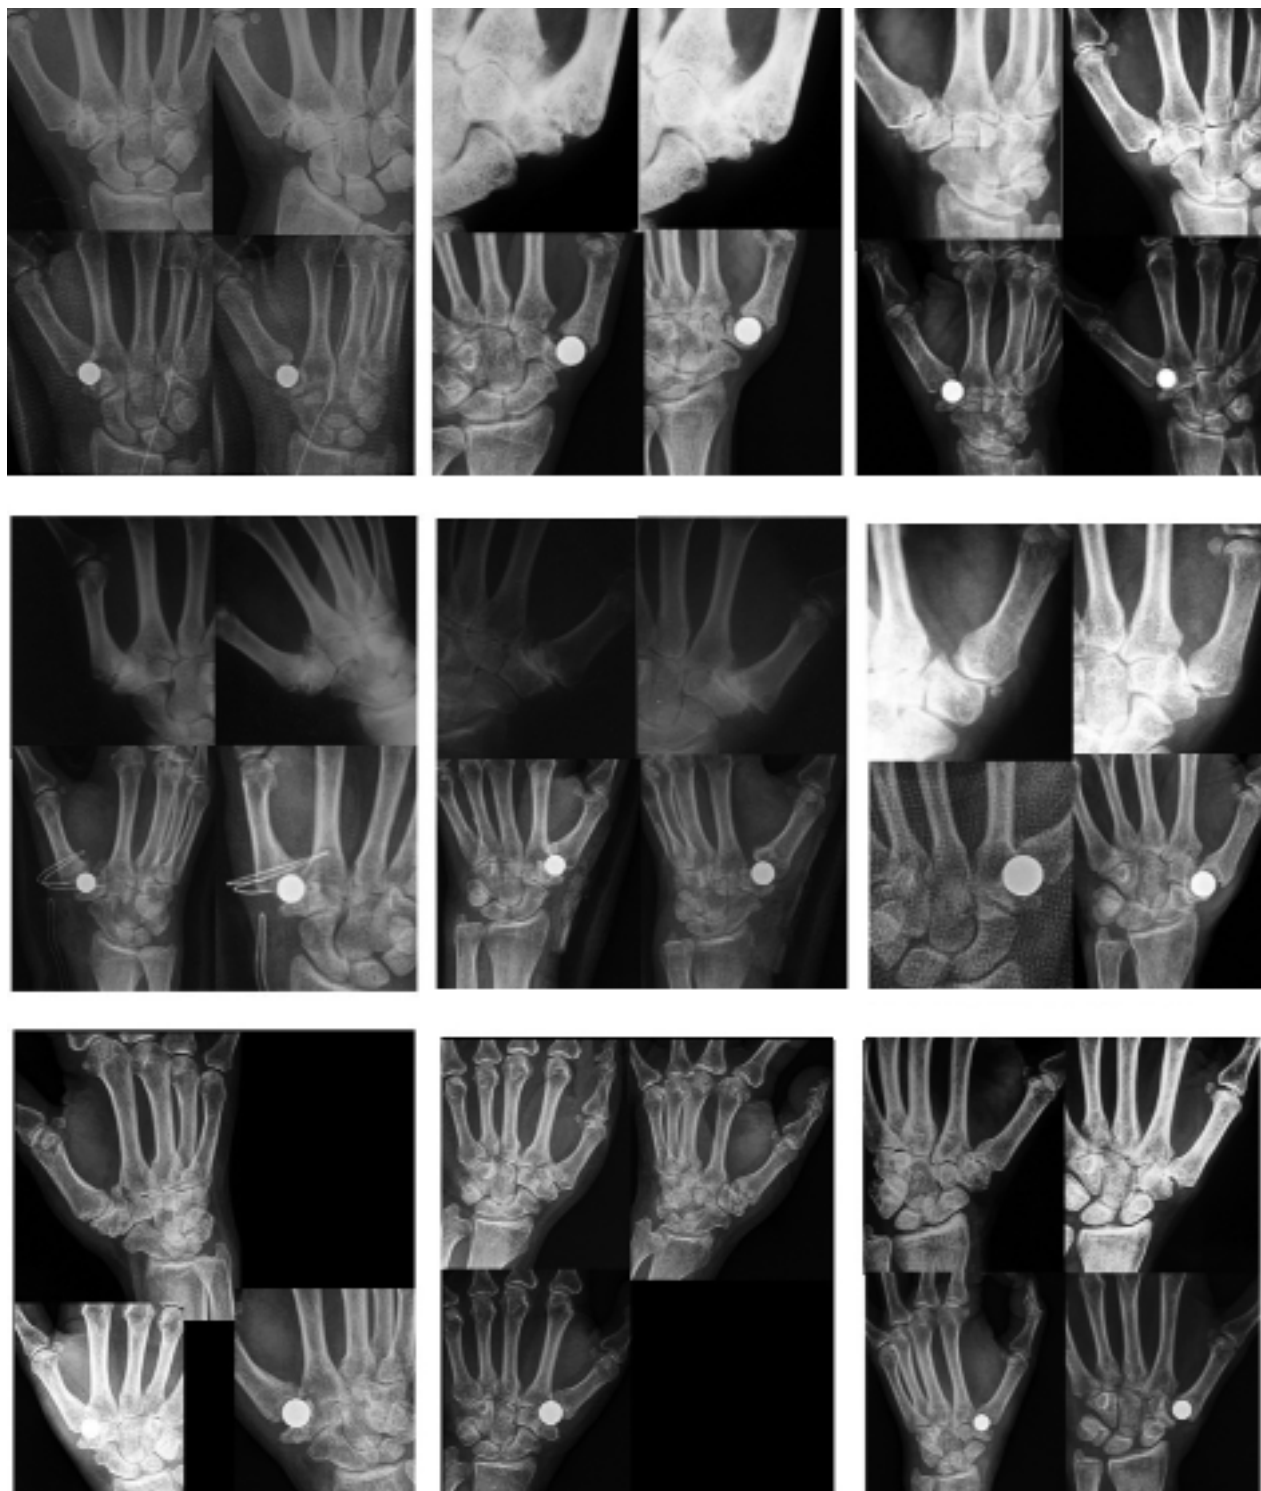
I quadri radiografici pre operatori (sopra) e postoperatori sotto di nove dei casi operati. Sono rappresentati tutti gli stadi delle classificazioni di Brunelli e di Dell. La preparazione dell'alloggiamento dell'impianto non ha mai causato fratture del trapezio.
